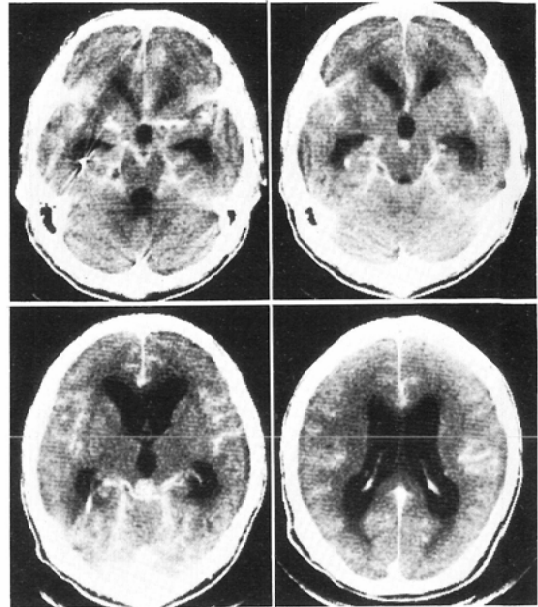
Development of Fig. 8 after one month. Contrast CT presents meningitis. The discriminant function again supports the diagnosis of communicating hydrocephalus, although clinical evidences suggest obstructive hydrocephalus due to dysfunction of a shunt tube.
